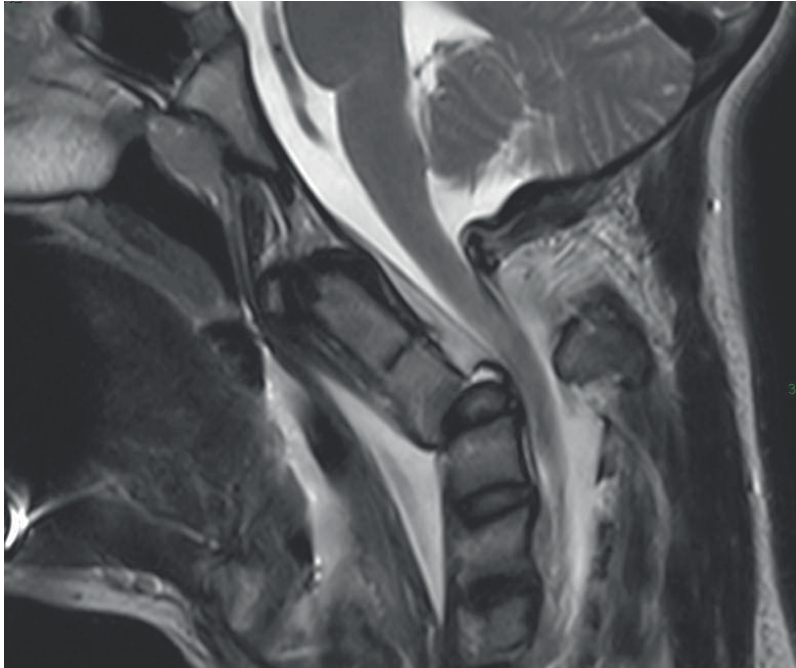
IMAGE CLÉ - Coupe sagittale IRM en pondération T2 d'une lésion de type C du rachis cervical au niveau C2-C3. La moelle épinière est ici touchée rendant compte d'une tétraplégie. L'évolution des traumatismes pédiatriques dépend en bonne partie de l'âge. Chez cette enfant de 13 ans, le traitement est presque similaire à l'adulte.
